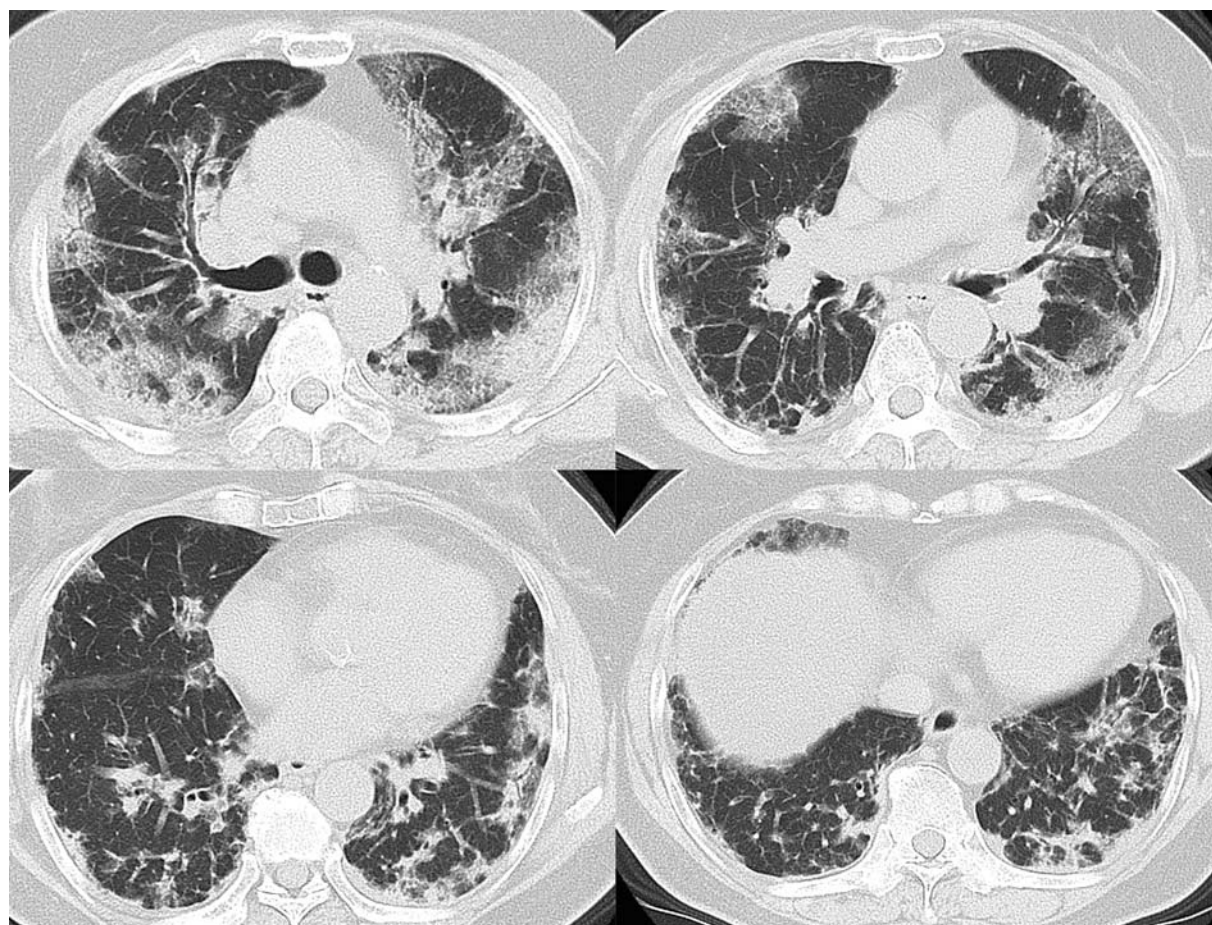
Chest computed tomography demonstrated bilateral non-segmental consolidation and ground-glass opacities with a peribronchovascular distribution which were typical of interstitial lung disease associated with clinically amyopathic dermatomyositis.
